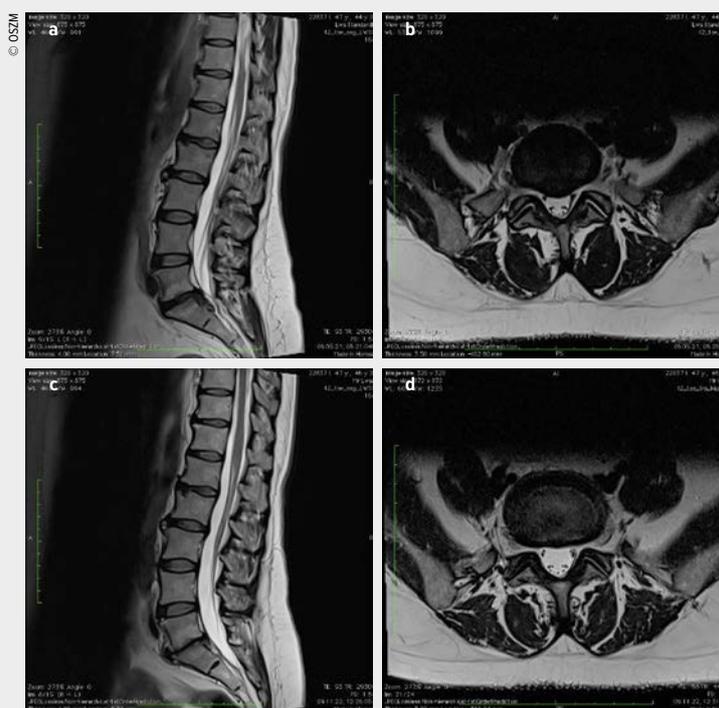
Fall 3: MRT vor Intervention (a, b), MRT nach Intervention (c, d)
